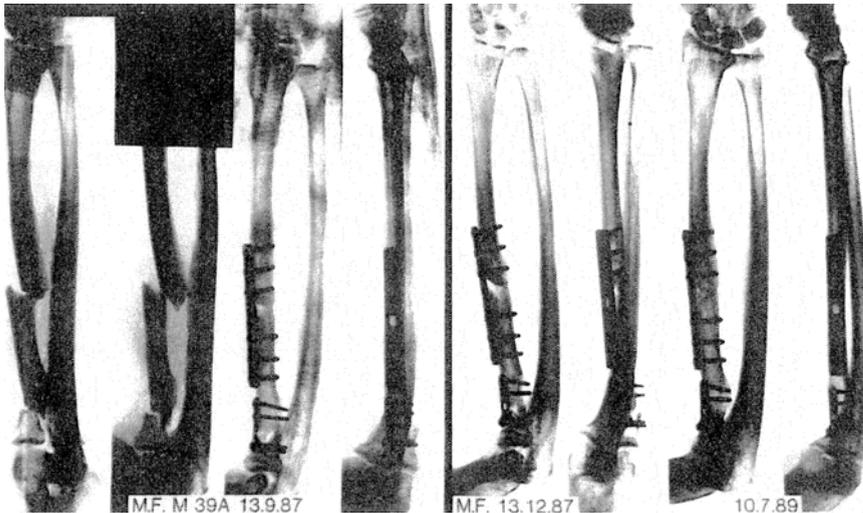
Röntgenserie der Unterarmfrakturen eines 39-jährigen Mannes mit Deux-etage-Bruch des Radius. Am Aufnahmetag wurde die Verplattung über einen volaren Zugang vorgenommen, wobei der Nervus radialis dargestellt wurde. Wegen der massiven Trümmerzone im Bereich des Radiusköpfchens erfolgte eine Gipsfixation für drei Wochen, dann weitere funktionelle Therapie. Bei der Nachkontrolle nach zwei Jahren zeigte sich eine freie Beweglichkeit. Der Patient ist völlig beschwerdefrei, und die Frakturen sind knöchern konsolidiert.
